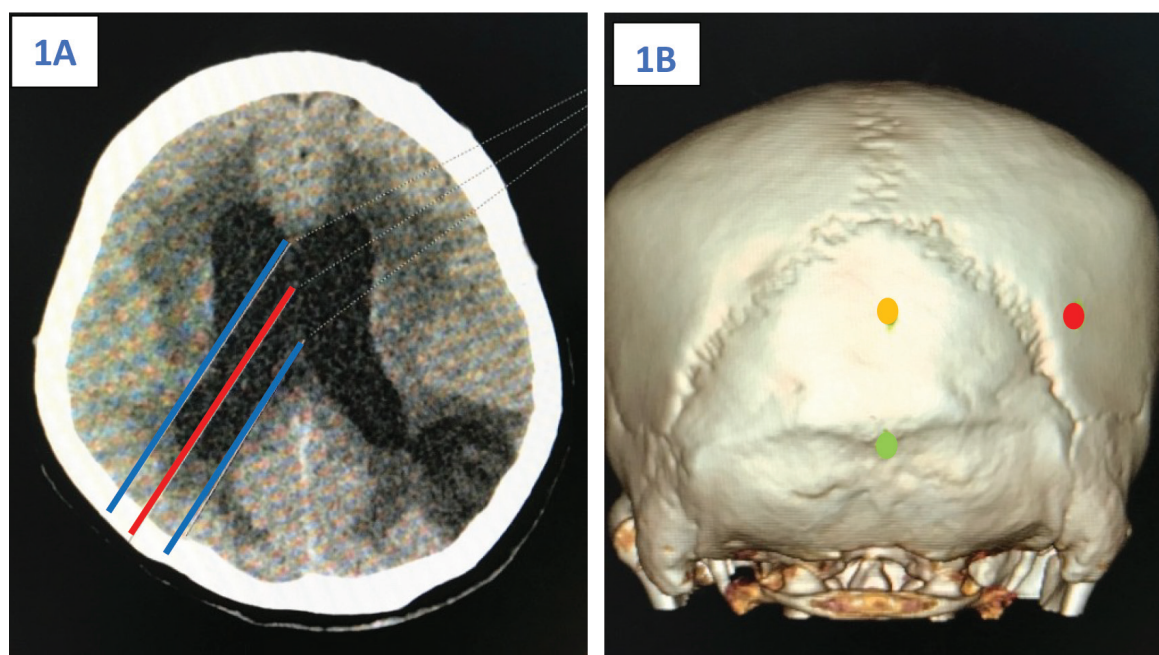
1A: The first axial CT cut above both sides of the thalamus. Lines were drawn on the anterolateral wall and posteromedial wall of the lateral ventricle, then an imaginary line was drawn bisecting those lines. The point at which the imaginary line intercept with the outer cortex of the skull is set as the New occipital entry point. 1B: 3D reconstruction in the bone window shows a color mark point at the inion (green dot), a midline point at the entry plane (orange dot), and the New occipital entry point (red dot).
